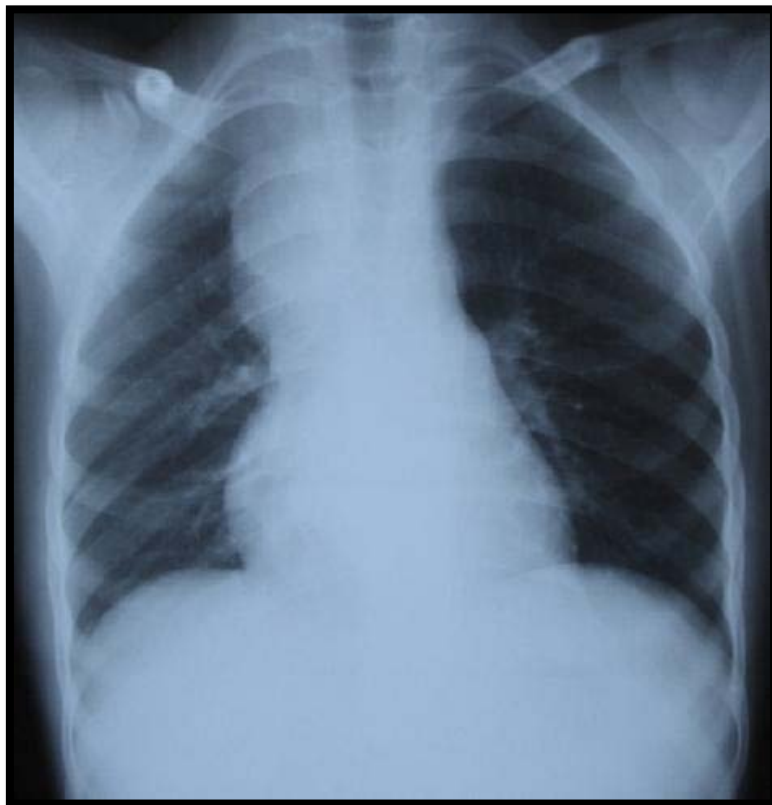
Radiographie thoracique de face objectivant une opacité para- trachéale droite en rapport avec un lymphome
